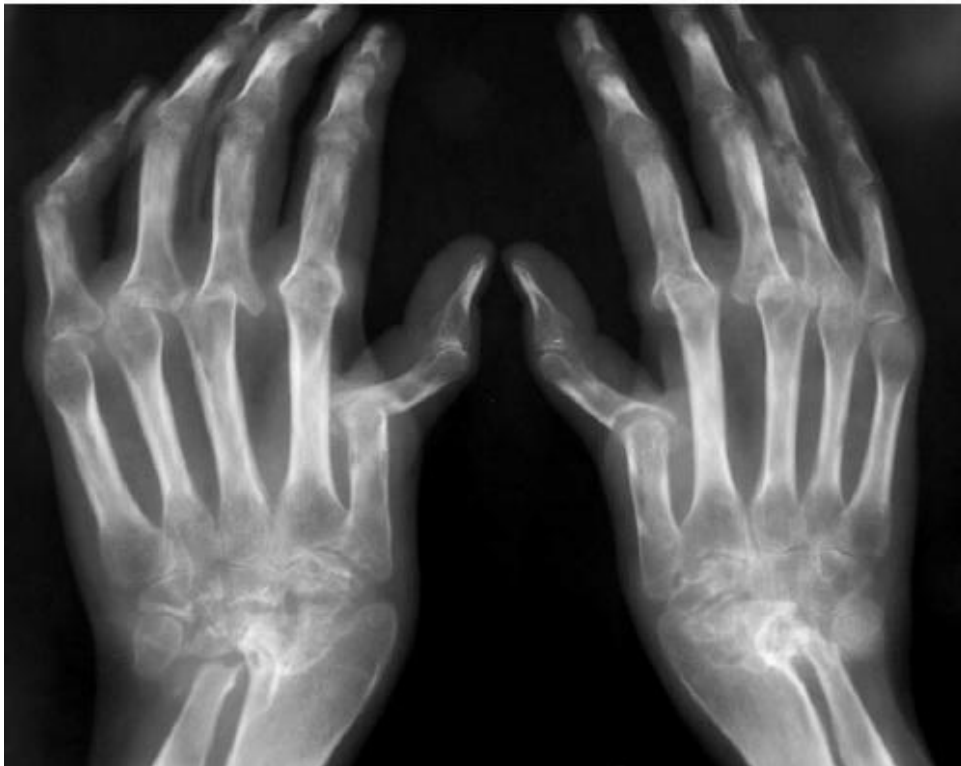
рентгенологическая стадия IV ревматоидного артрита
